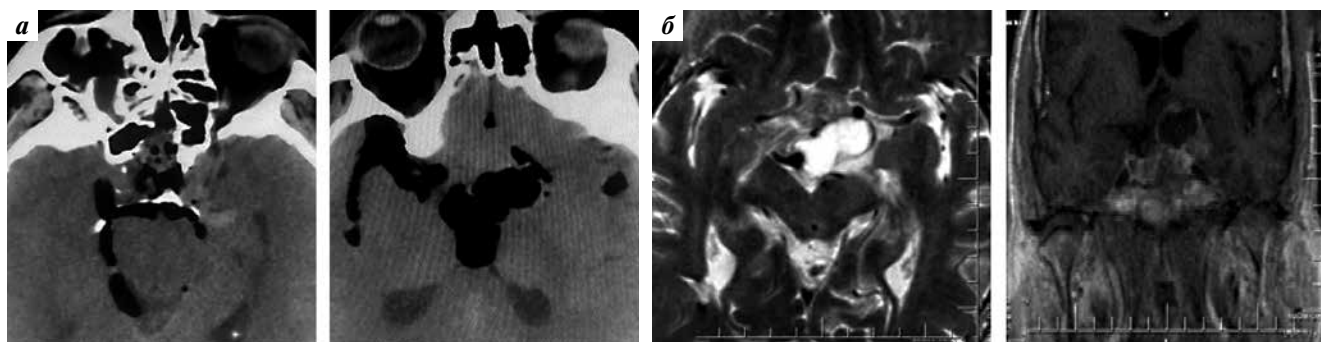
Контрольные исследования головного мозга пациента после операции: а — компьютерная томография через 1 сут. Воздух в полости удаленной опухоли; б — магнитно-резонансная томография через 4 мес. Небольшие фрагменты опухоли эндолатероселлярной локализации
